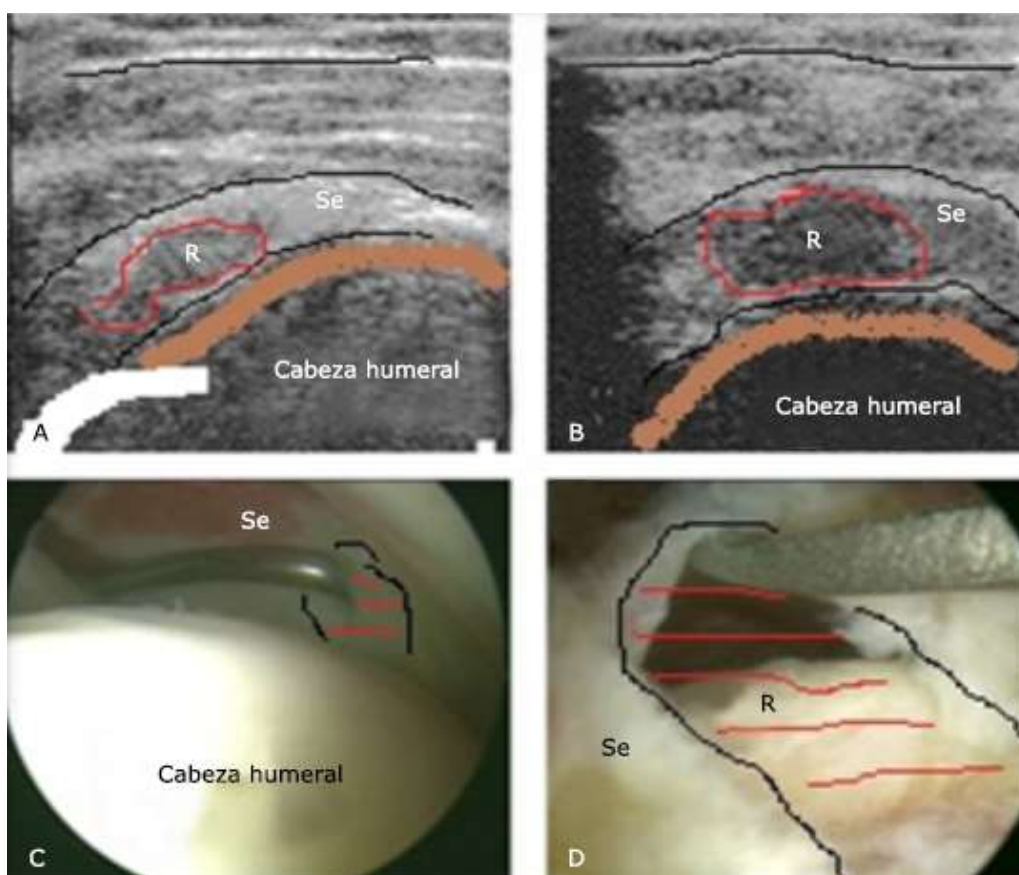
Ruptura completa del espesor del manguito rotador. A. Imagen ultrasonográfica en un corte longitudinal con defecto focal hipocogénico representando la ruptura (R) que abarca el espesor del tendón del Se, B. La misma imagen en un corte transversal. C. Imagen artroscópica de la superficie articular del Se que muestra con el explorador la ruptura completa del espesor del tendón del Se. D. Visión artroscópica de la superficie bursal a través del espacio subacromial de la ruptura del Se.
